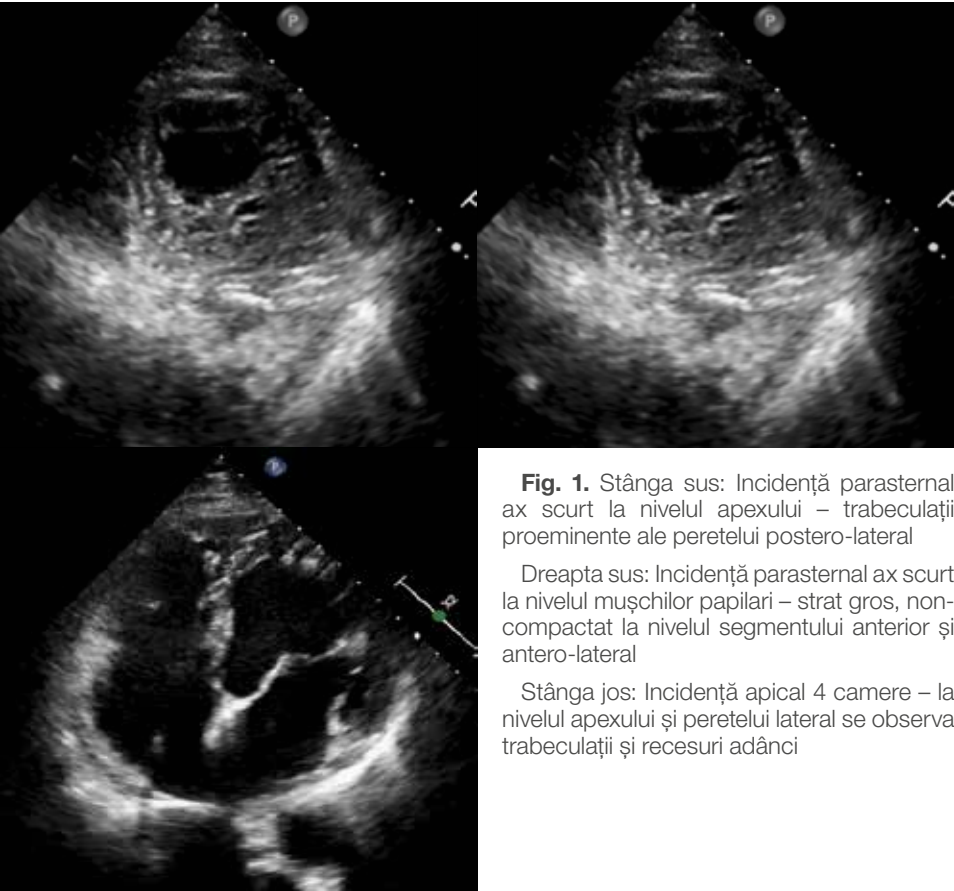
Stânga sus: Incidentă parasternal ax scurt la nivelul apexului – trabeculații proeminente ale peretelui postero-lateral
